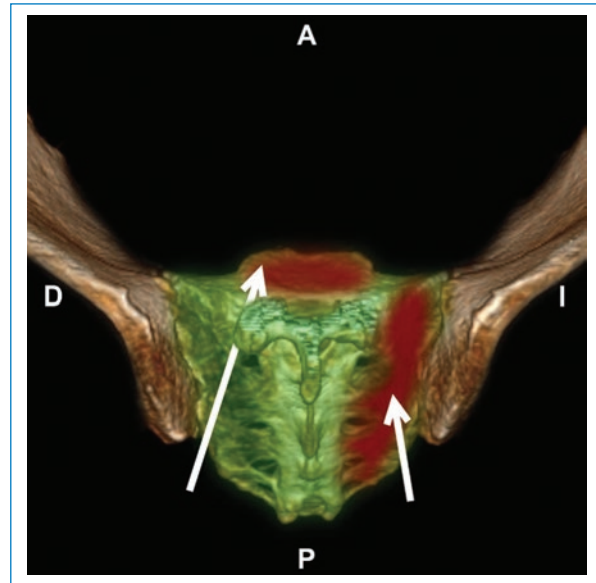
TC con reconstrucción 3D de pelvis, vista posterosuperior. Hueso sacro (verde). Lesiones óseas (rojo) y sus vías de abordaje (flechas).
